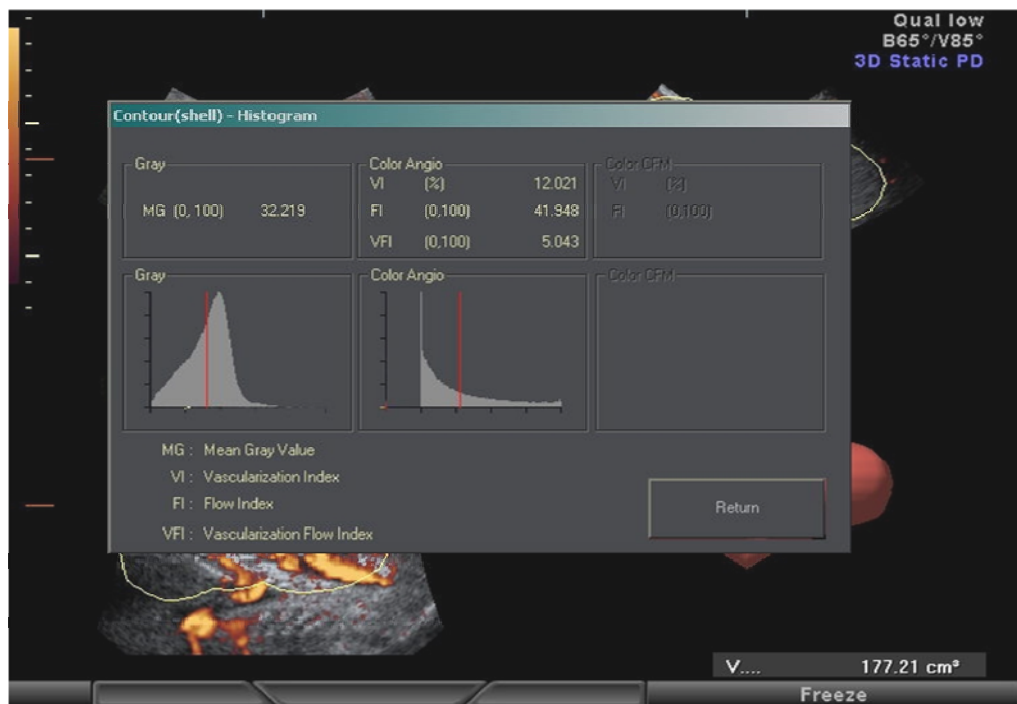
Cálculo automático do volume placentário em cm^3 e dos índices de vascularização (histograma *power* Doppler tridimensional) pela ultrassonografia 3D com *power* Doppler pelo método VOCAL
